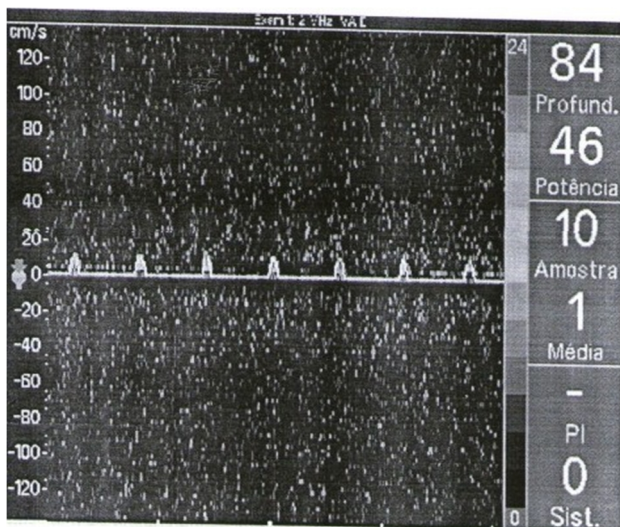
Doppler transcraniano sem fluxo
